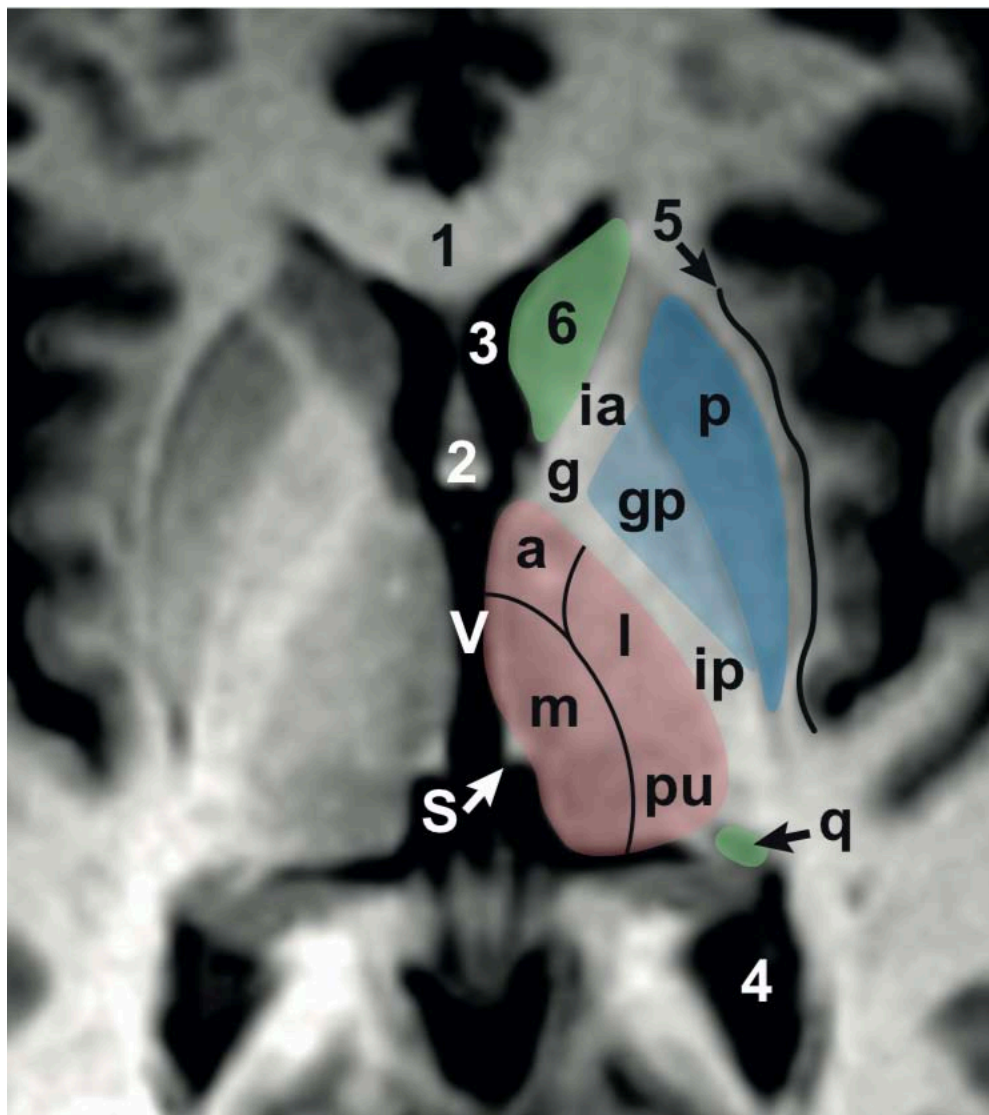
le thalamus sur une coupe d'IRM horizontale
